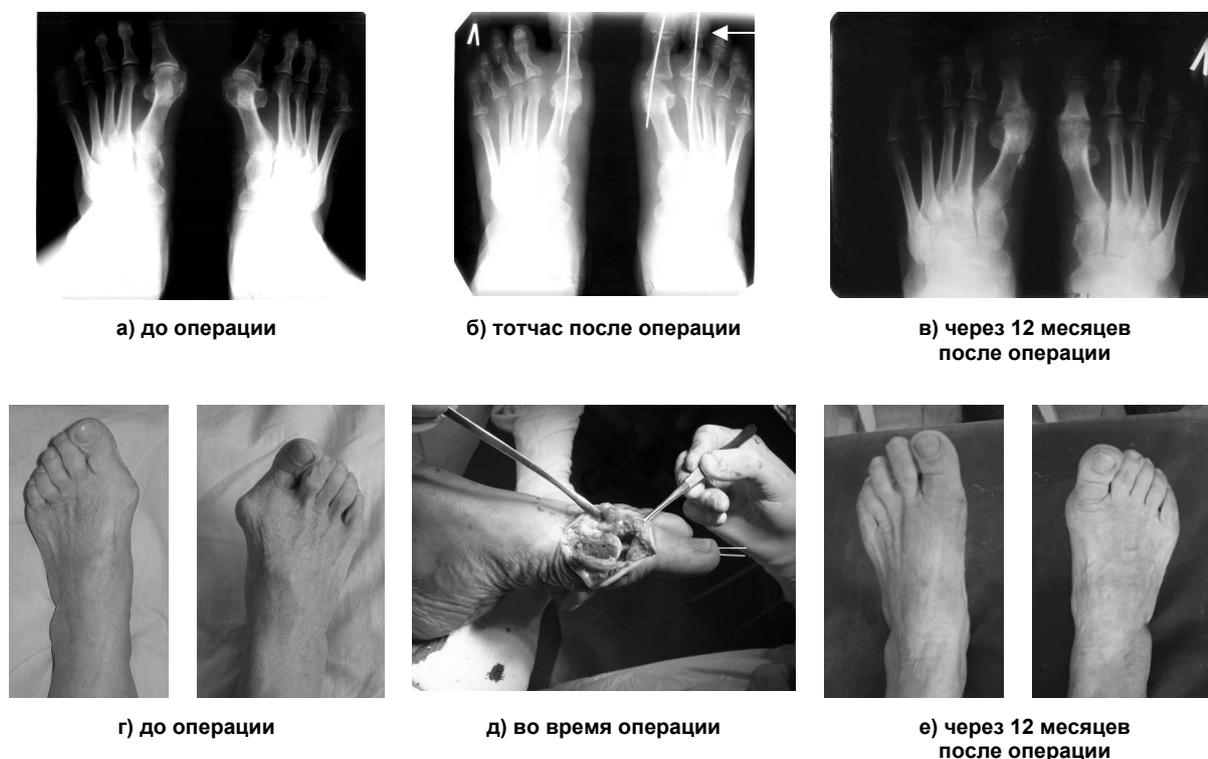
Резекционная артропластика первых пальцев обеих стоп по Brandes–Keller и резекция дистальной головки основной фаланги 2-го пальца правой стопы с фиксацией спицами Киршнера: а, б, в – рентгенограммы; г, д, е – фотографии автора
